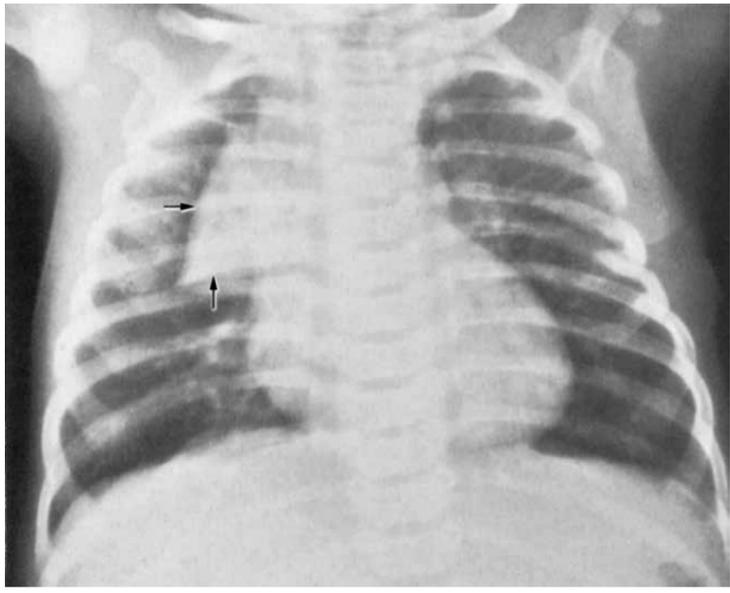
Radiografia de tórax normal de uma criança. Notar que a imagem radiológica do timo (setas) pode nos dar uma falsa impressão da presença de consolidação no parênquima. “Imagem de vela de barco”.
